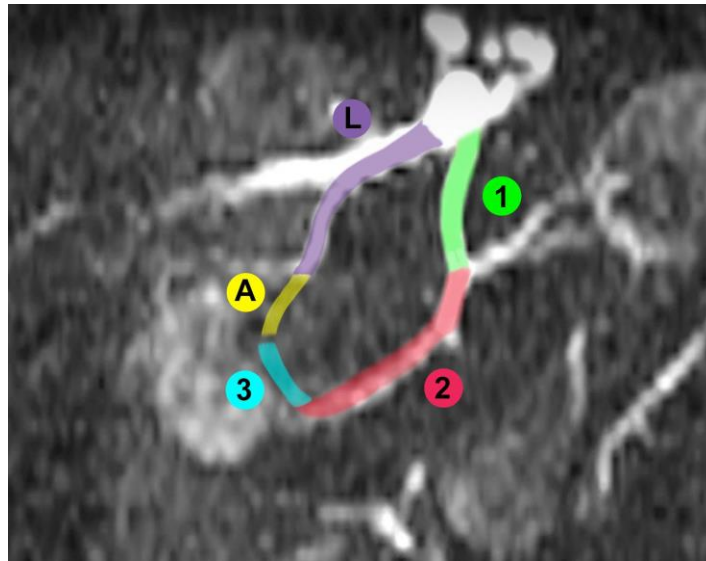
Representação esquemática colorida do trajeto presumido da artéria circunflexa femoral medial (ACFM; trechos 1, 2 e 3) e da artéria circunflexa femoral lateral (ACFL; trechos A e L) no plano axial da angioressonância magnética (angioRM)
